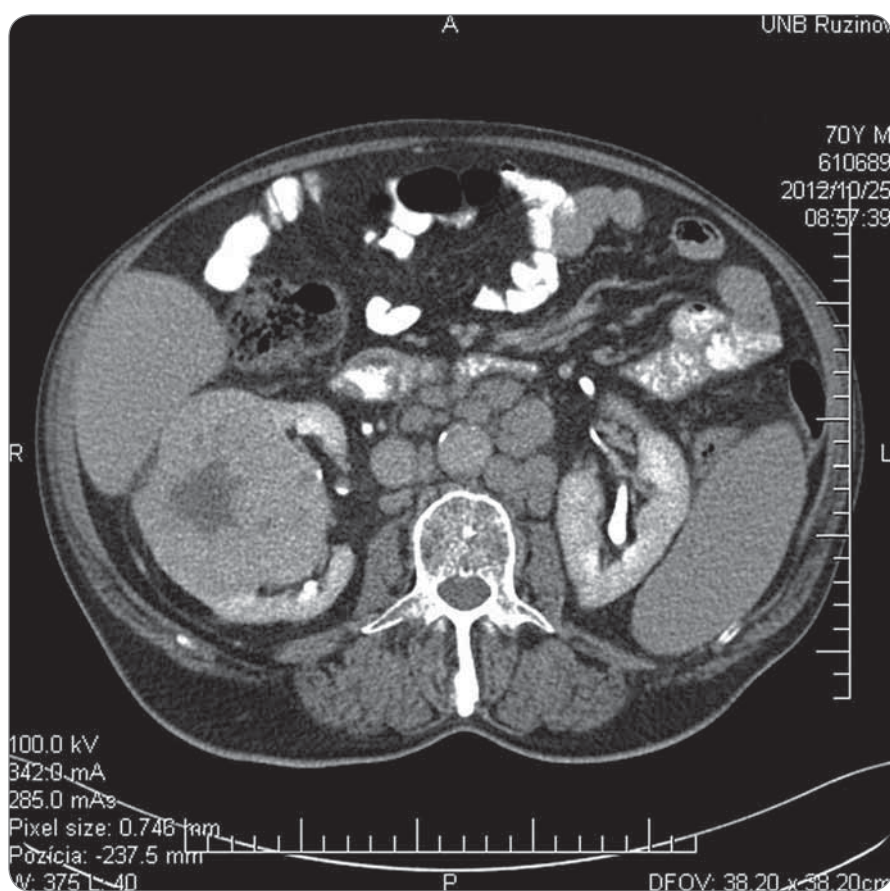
CT examination of abdomen.
